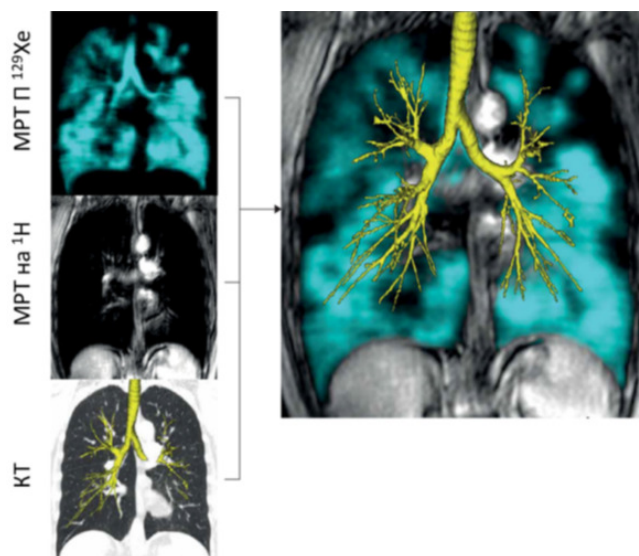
Сопоставление изображений легких: слева – МРТ на ГП ^{129}Xe (голубой цвет), стандартная МРТ на протонах (^1H) и компьютерная томография дыхательных путей (КТ) (желтый цвет); справа – совмещение всех трех изображений (адаптировано из работы [110])
